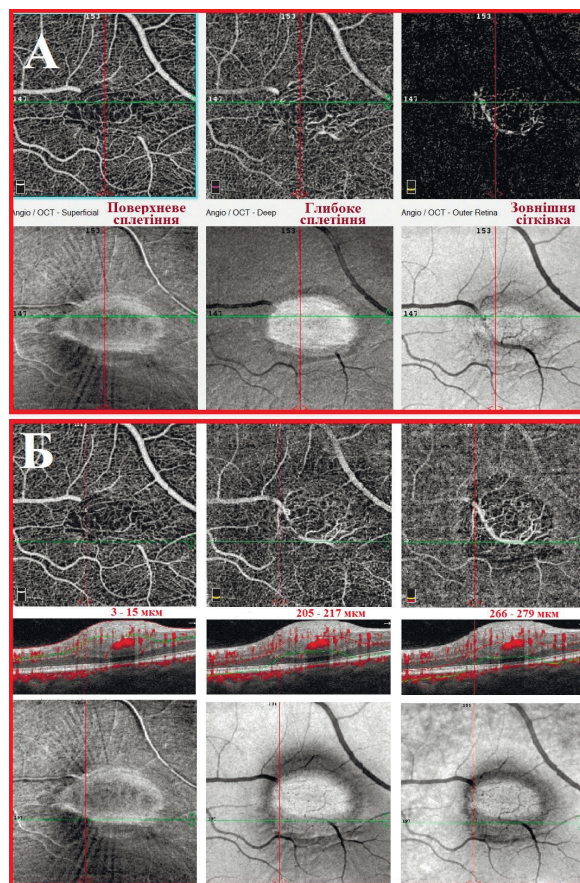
Оптична когерентна томографія ангіографія області з гамартомою. А. Автоматична сегментація. Б. Ручна сегментація
